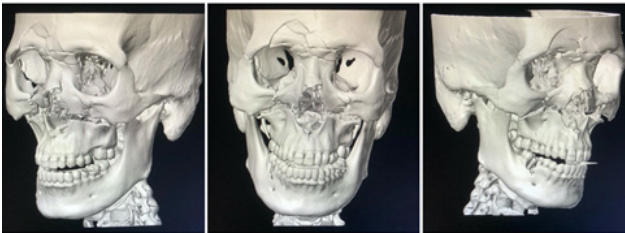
3d tomography showing FNOE fracture associated with Le Fort I.
